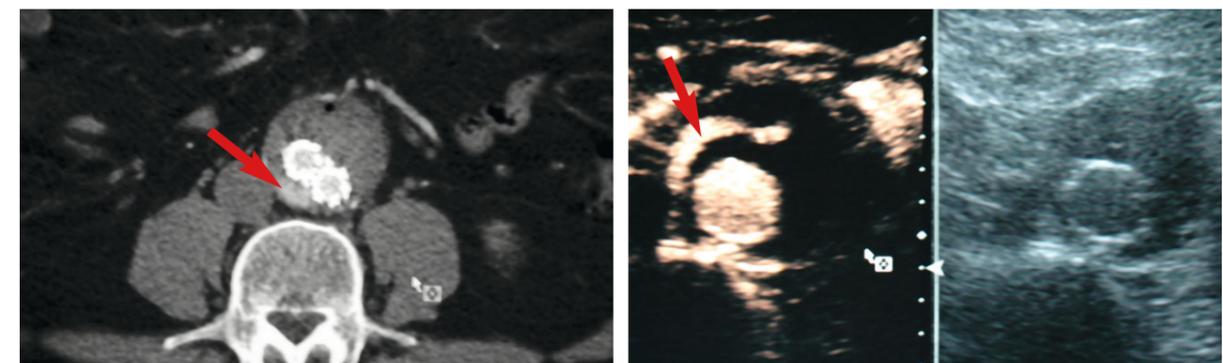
CT des kleinen Endoleaks (Pfeil) rechts dorsal des Grafts
